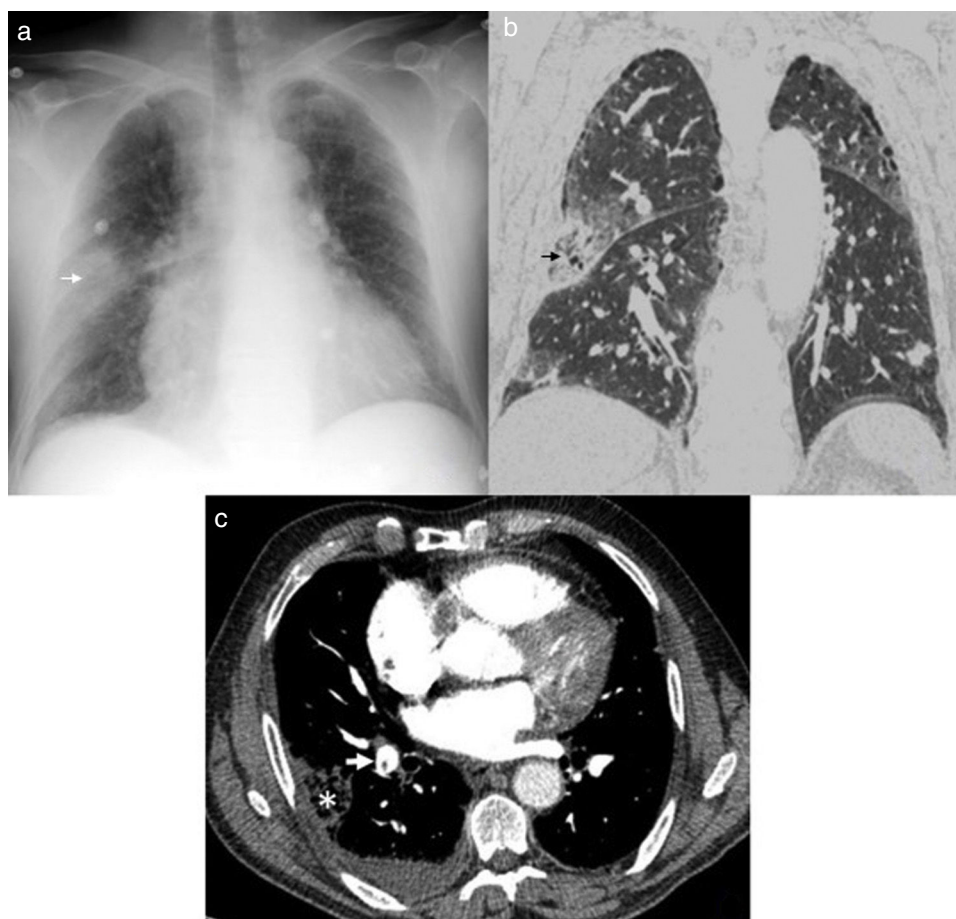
Embolia pulmonar e infarto pulmonar. a y b) Radiografía de tórax posteroanterior y TC torácica con filtro de pulmón: opacidad periférica con morfología en cuña en el lóbulo superior derecho en relación con infarto pulmonar («joroba de Hampton» en la radiografía) (flecha). c) Angio-TC de arterias pulmonares: defecto de repleción central en arteria del lóbulo inferior derecho (flecha) en relación con embolia pulmonar, pequeño derrame pleural y opacidad en relación con infarto en lóbulo superior derecho (asterisco).
